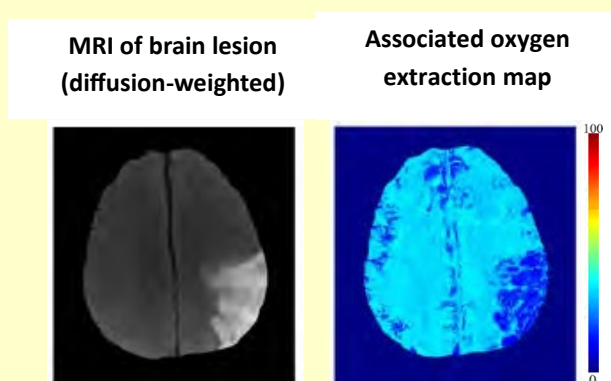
demonstration of oxygen metabolism imaging in the brain of an ischemic stroke patient with a lesion (hyperintense on diffusion weighted image; left) and oxygen extraction fraction (OEF) map obtained by QQ-MRI (right). Patient was imaged four days post-stroke (Cho et al. (2022))
